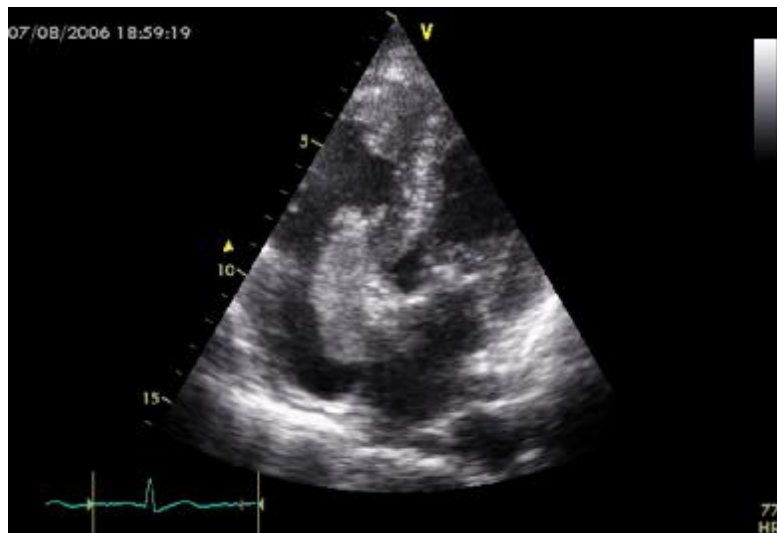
Coupe apicale à l'échocardiographie transthoracique montrant un thrombus de l'oreillette droite mobile avec un mouvement de va et vient à travers la valve tricuspide
